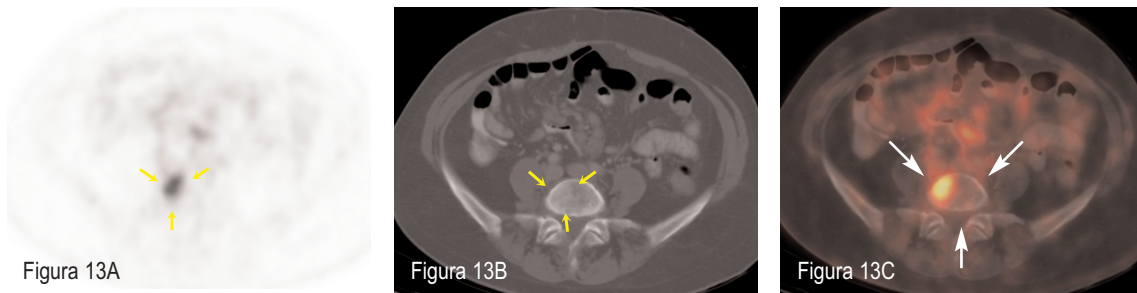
Paciente con LDCGB (ID11) en la estadificación inicial. A: PET axial donde se observó un foco de hipercaptación de localización imprecisa, probablemente a la altura de una vértebra lumbar baja (flechas). B: TC axial donde no se observaron alteraciones óseas en la teórica localización de la hipercaptación. C: PET/TC DA que demostró claramente la localización exacta del foco de hipercaptación, correspondiente a infiltración ósea linfomatosa en el cuerpo de la quinta vértebra lumbar (flechas)
